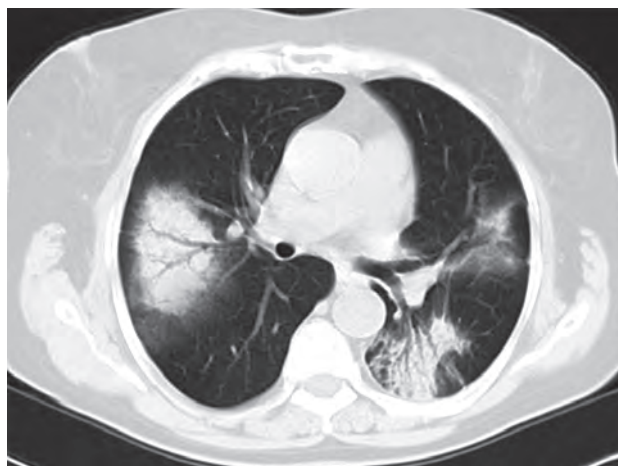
Компьютерная томограмма легких у больной с криптогенной организуемой пневмонией: изменения в виде очагов консолидации с воздушными бронхограммами с двух сторон, справа очаги консолидации окружены «матовым стеклом»
